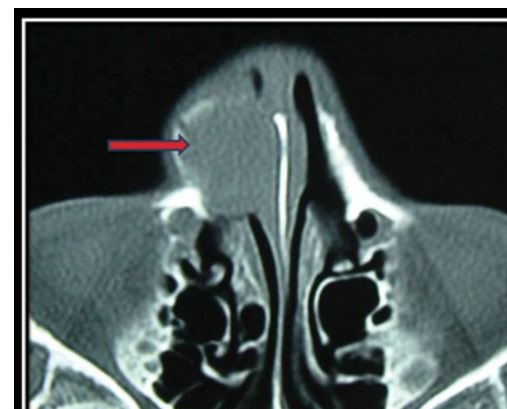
TAC corte axial. Se aprecia la tumoración con densidad de tejido blando, desplazando la pared lateral nasal.
